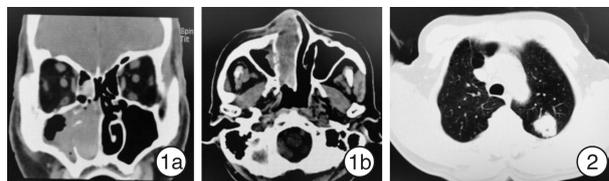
鼻窦CT平扫 右侧鼻腔软组织肿块影,密度不均匀,右侧上颌窦内侧壁骨质受侵,鼻中隔向左偏斜,1a:冠状位,1b:轴位; 图2 肺部CT平扫 左肺上叶尖后段团块影。
